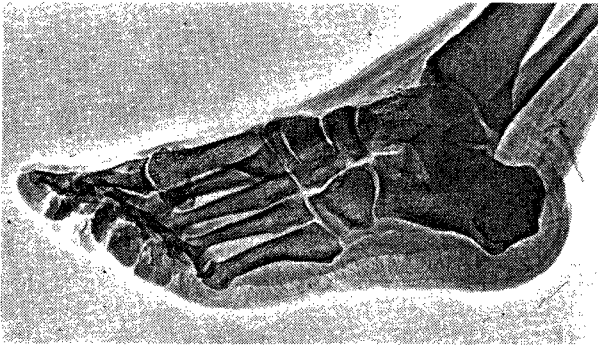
As calcificações vasculares são muito bem apreciadas em xerorradiografia .
